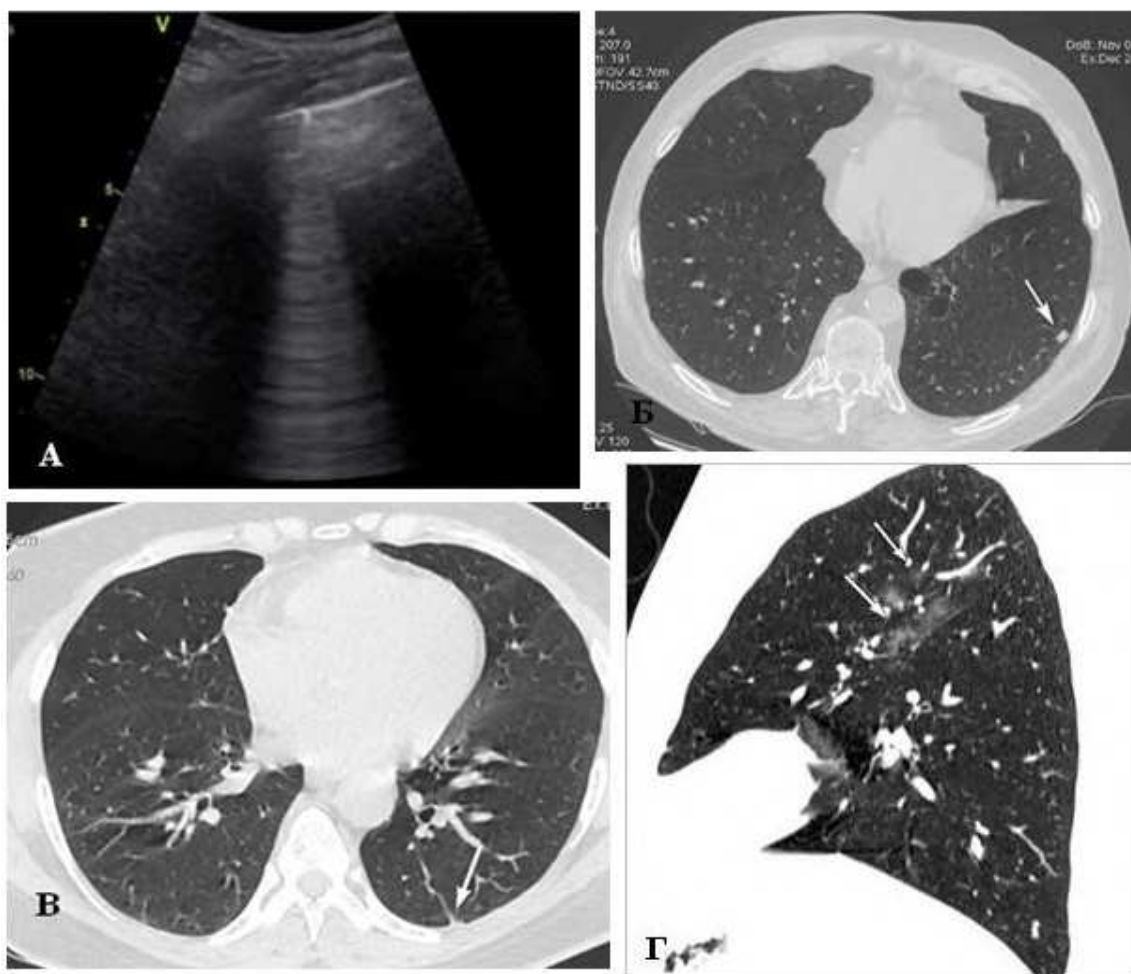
А, Б. Внутриорганный лимфатический узел: эхоскопическое изображение (слева) и томограмма (справа); В – Участок линейного фиброза; Г – Участки инфильтрации вдоль междолевой плевры, не выявленные при ультразвуковом исследовании легких.
